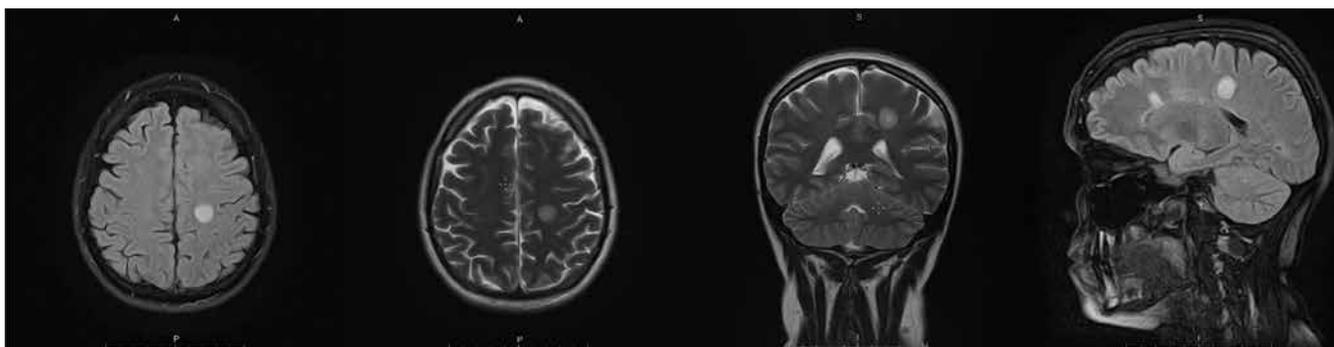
Магнитно-резонансная томография головного мозга от 19.07.2023. Участков ограничения диффузии нет. В левом полушарии выявляют перивентрикулярные очаги демиелинизации 11 и 6 мм, а также в теменной части семиовального центра — округлый концентрический очаг, характерный для склероза Бало, до 15 мм, имеет четкие границы
